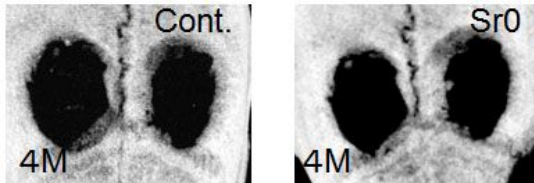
術後4カ月 対照 Sr0 マイクロCT 像
